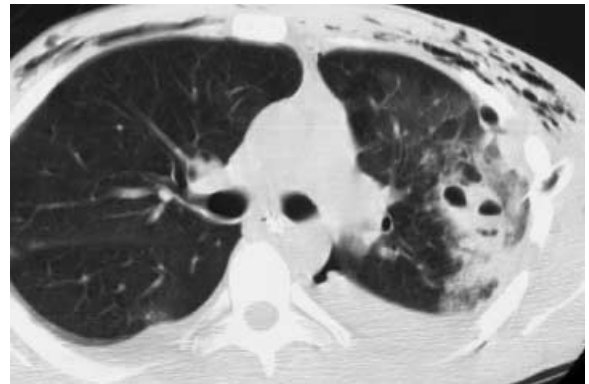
Lungenlazeration (CT): Das unmittelbar posttraumatisch angefertigte Schnittbild zeigt neben Hämatothoraces und einem Thoraxwandemphysem linksseitig pulmonale Kontusionsherde unterschiedlicher Intensität – teils nur milchglasartige Trübungen, teils dichtere Areale mit Lufteinschlüssen und teilweise Spiegelbildungen. Diese Veränderungen sind Ausdruck einer Lungenlazeration mit pulmonalen Hämatomen (fokal dichte Herde), Pneumatozoelen (lufthaltige zystische Formationen) und eingeblutete Pneumatozoelen (Spiegelbildungen)
